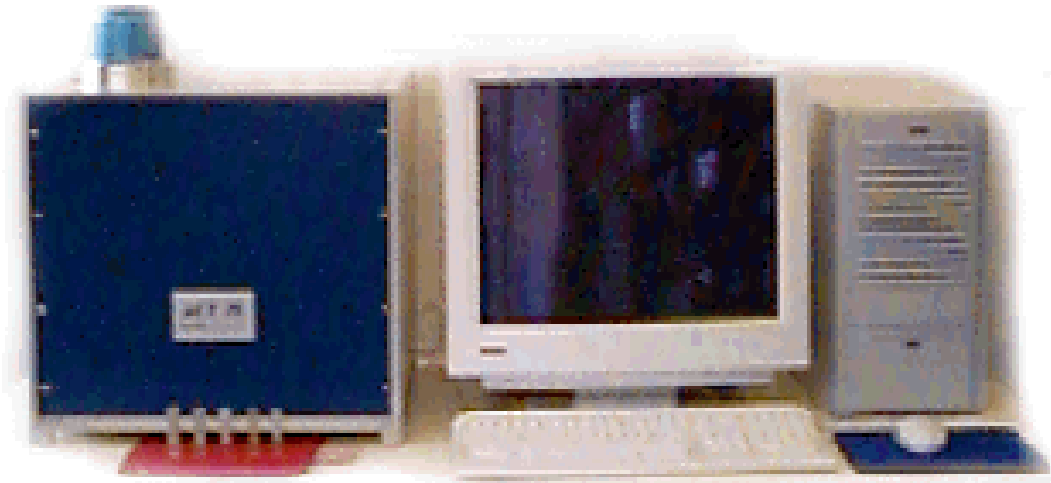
Desktop-Scanner μ CT 20 der Firma Scanco Medical
